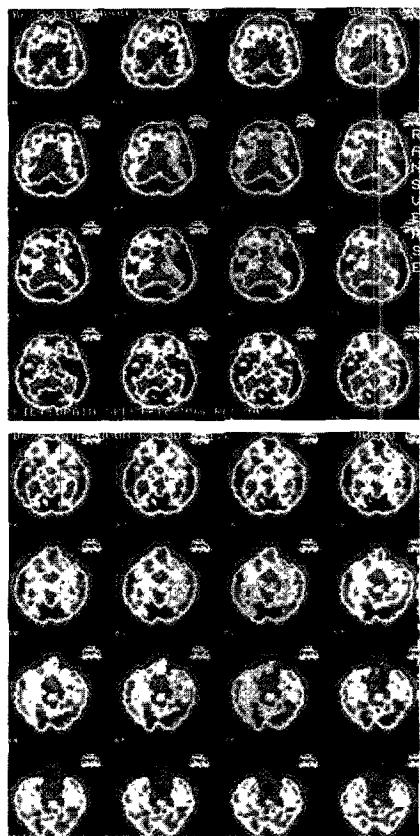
Case 1. Brain SPECT demonstrates diffuse patchy, irregular perfusion throughout the cerebral cortex and cerebellum.
